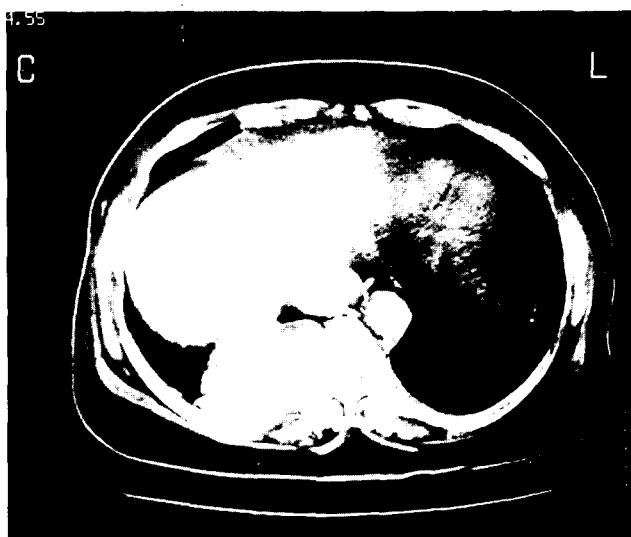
술전 흉부 단층촬영사진으로 8번 흉추 척추관내에서 우측 신경공을 통하여 확장된 종괴를 볼 수 있다.
